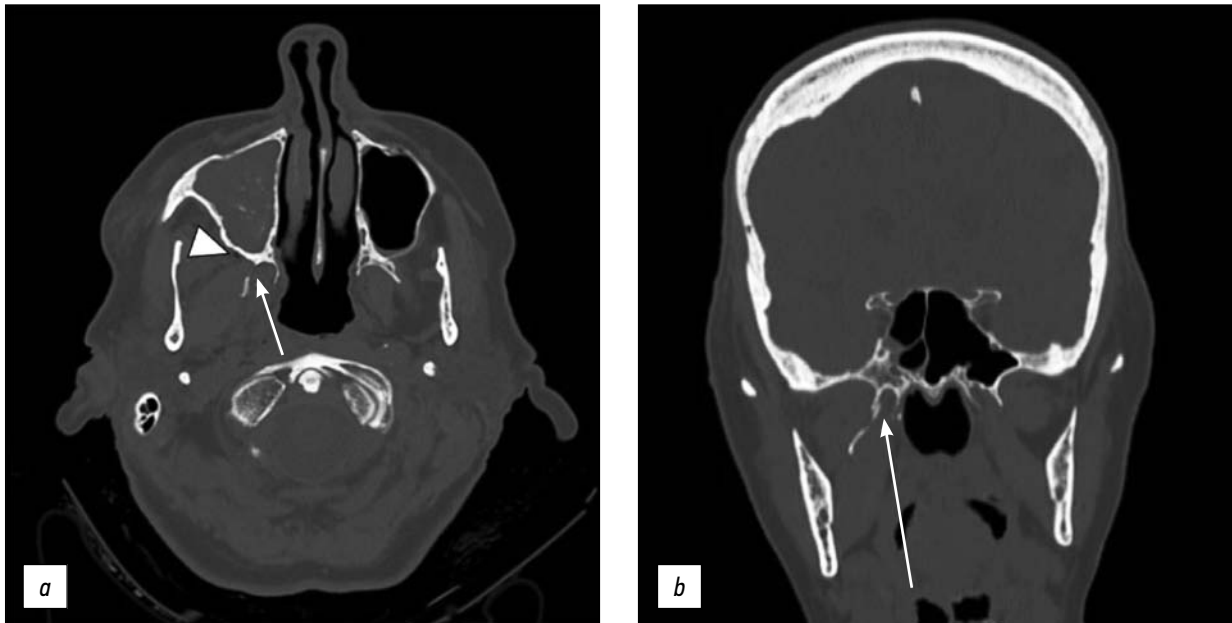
骨窗轴向(a)和冠状(b)CT扫描显示右侧翼突板骨折（箭头），伴同侧咀嚼肌间隙内有气肿气泡（箭头）。
